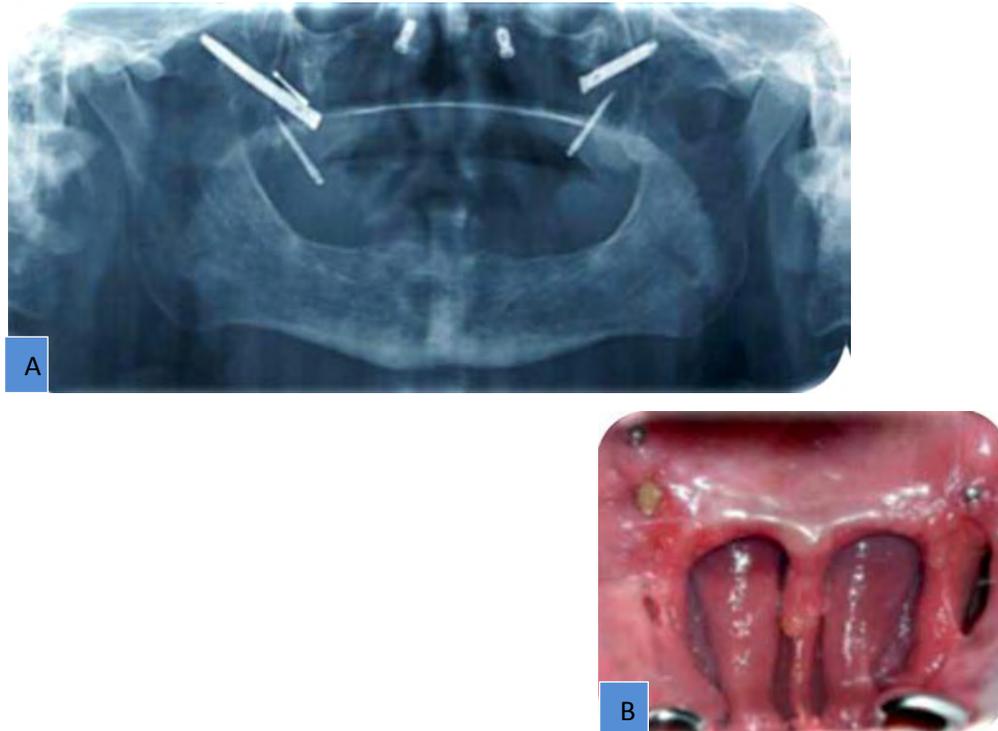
A) Ortopantomografía con los mini implantes colocados, B) Mini implantes colocados fotografía intraoral. <sup>(42)</sup>
